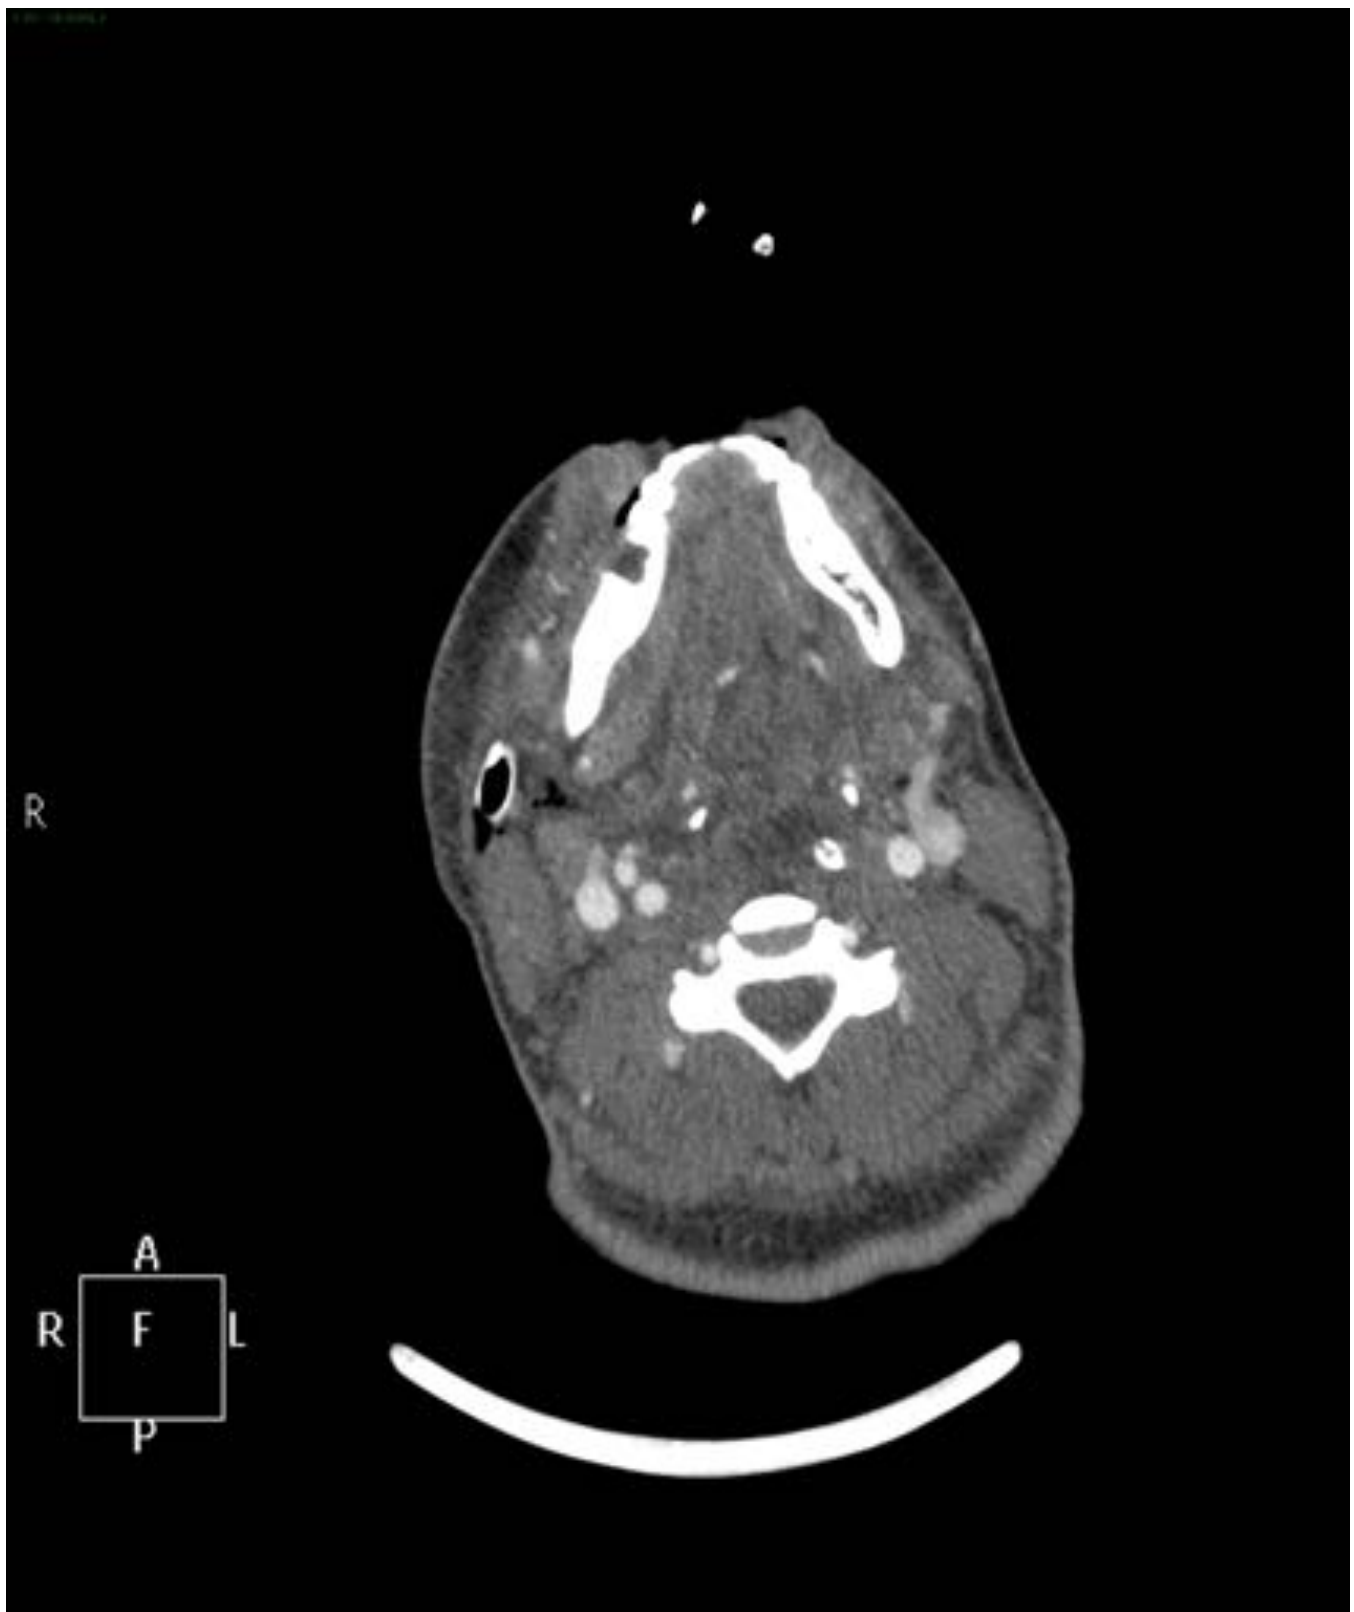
Corte axial de TC cervical con ventana de partes blandas. A pesar de no tratarse de una imagen en ventana ósea se aprecia el defecto de la corona de la pieza dentaria 45.
